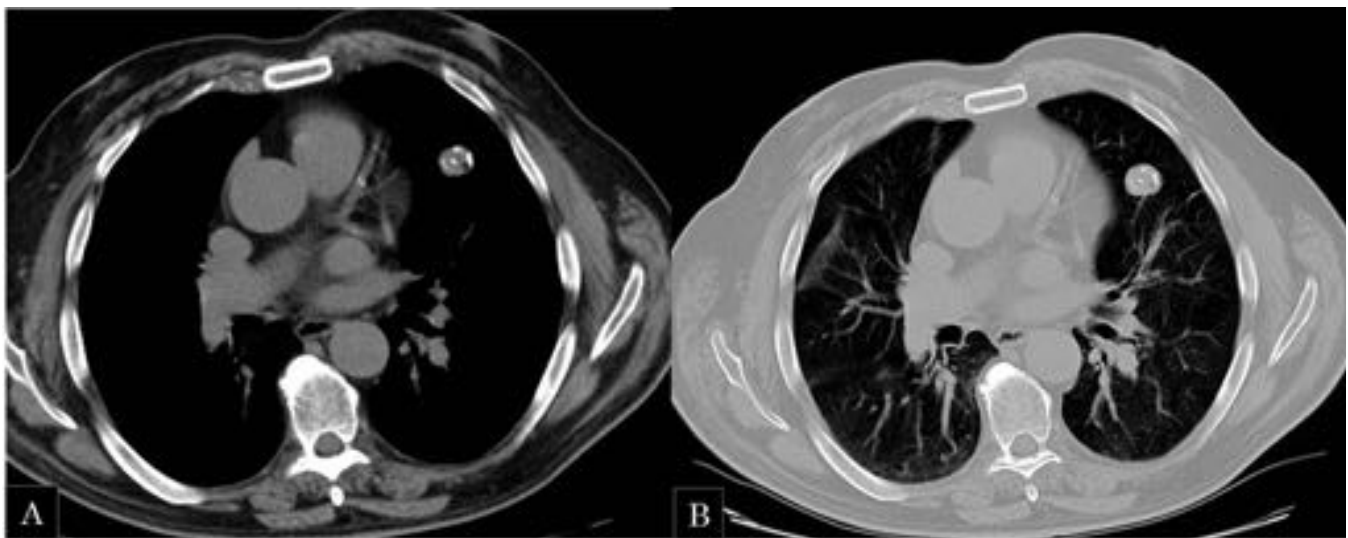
Mismo paciente de fig. 4. A y B) corte axial de TC de tórax: a nivel de la língula se identifica un nódulo de 2 cm de contornos bien definidos y que muestra una densidad heterogénea. Se observan zonas de menor densidad en su interior con valores de atenuación negativos compatibles con la grasa y calcificaciones groseras en su interior.
